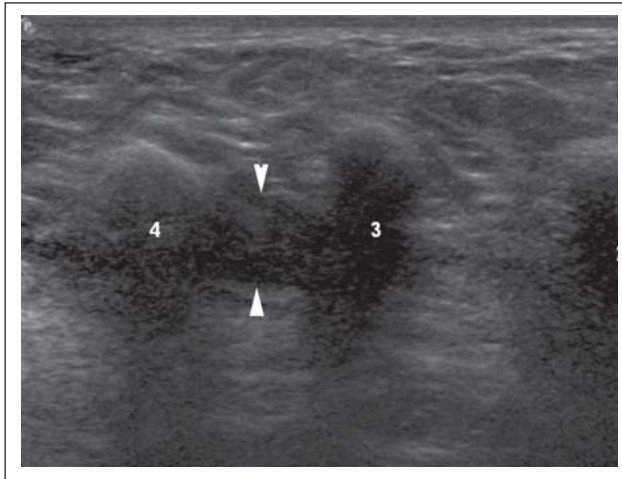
Sonographischer Querschnitt durch die Fußsohle bei einem Patienten mit interdigitalen Schmerzen und Verdacht auf ein Morton-Neurom. Darstellung einer runden hypoechogenen Raumforderung (Pfeilspitzen) im 3. Interdigitalraum vereinbar mit einem Morton-Neurom. Im Vergleich dazu normaler 2. Interdigitalraum (Kreis).
